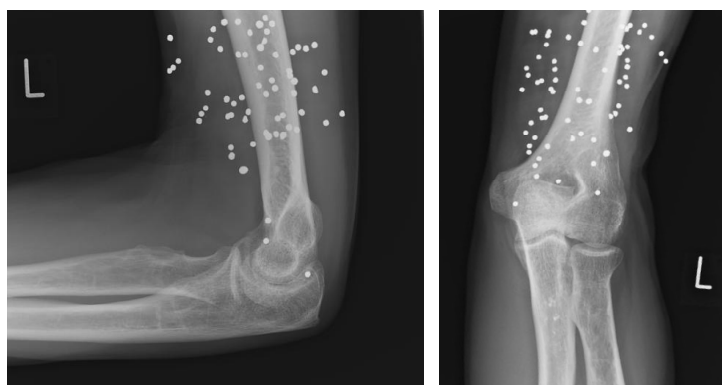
Röntgenbild linker Ellenbogen angewinkelt und gestreckt.
